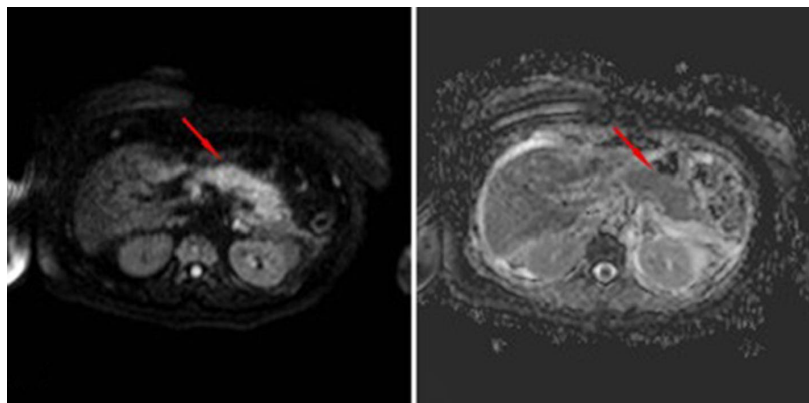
Інтерстиційний набряковий панкреатит: А - червоні стрілки вказують на знижену ехогенність в хвостовій частині підшлункової залози в зображенні DWI (b800, рис 2А) і карті ADC; Б - DWI, дифузійна зважена візуалізація; видимий коефіцієнт дифузії (ADC)
